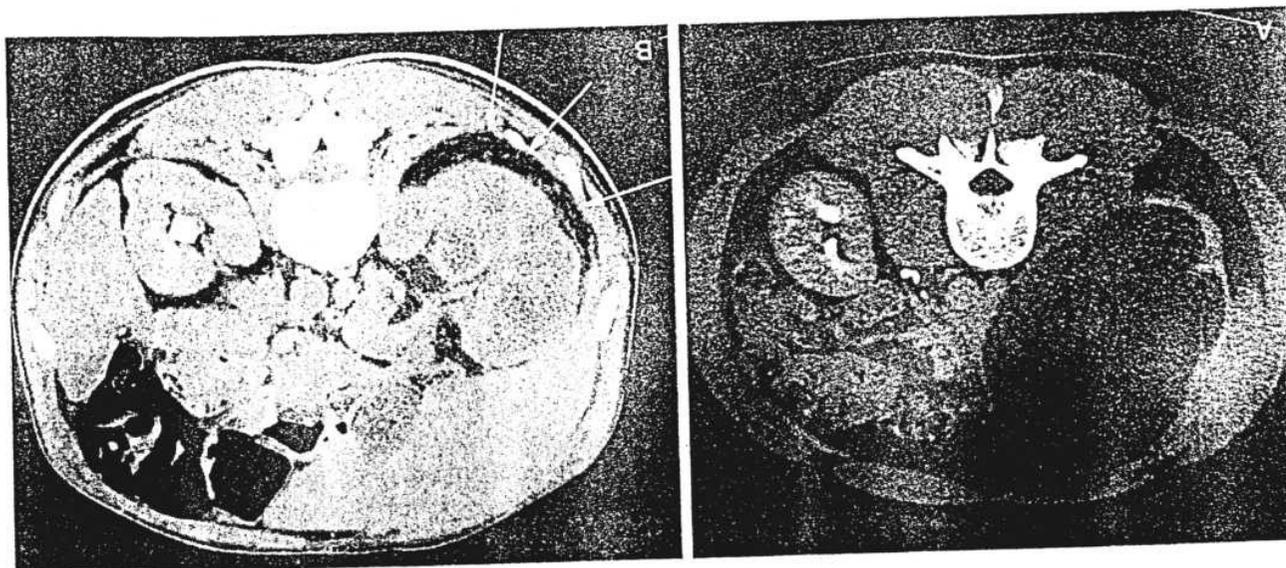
Предоперационные компьютерные томографические изображения брюшной полости двух разных пациентов до простой нефрэктомии по поводу симптоматической нефункционирующей почки. А, Можно видеть минимальные
